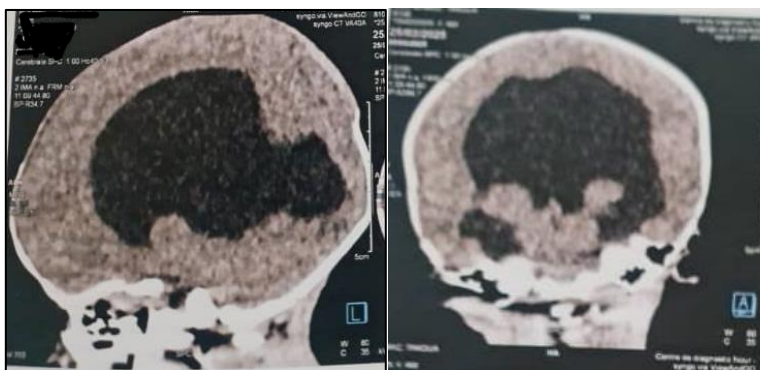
TDM cérébrale(iconographie personnelle)
